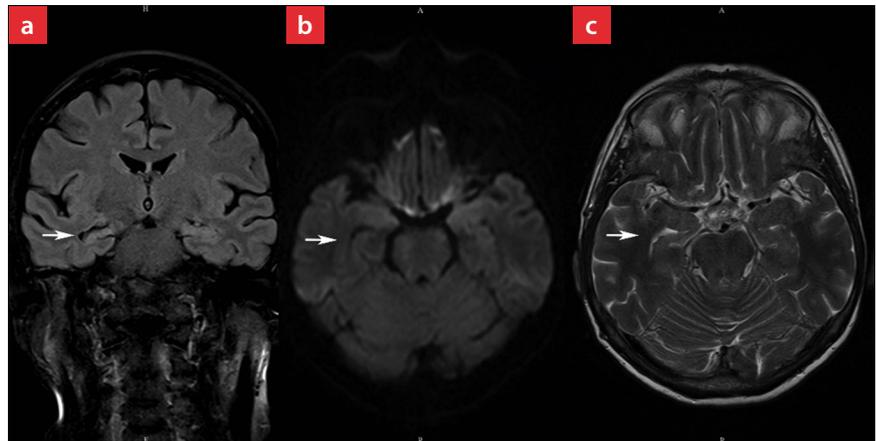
MRT des Schädels vom 14. Januar 2022. a: FLAIR koronar. b: Diffusionswichtung transversal. c: T2-Wichtung transversal. Die Pfeile zeigen auf den rechten Hippocampus, auf dem in Abb. 1 das Ödem dargestellt war. Im Zeitverlauf fragliche diskrete Atrophie des rechten Hippocampus.
